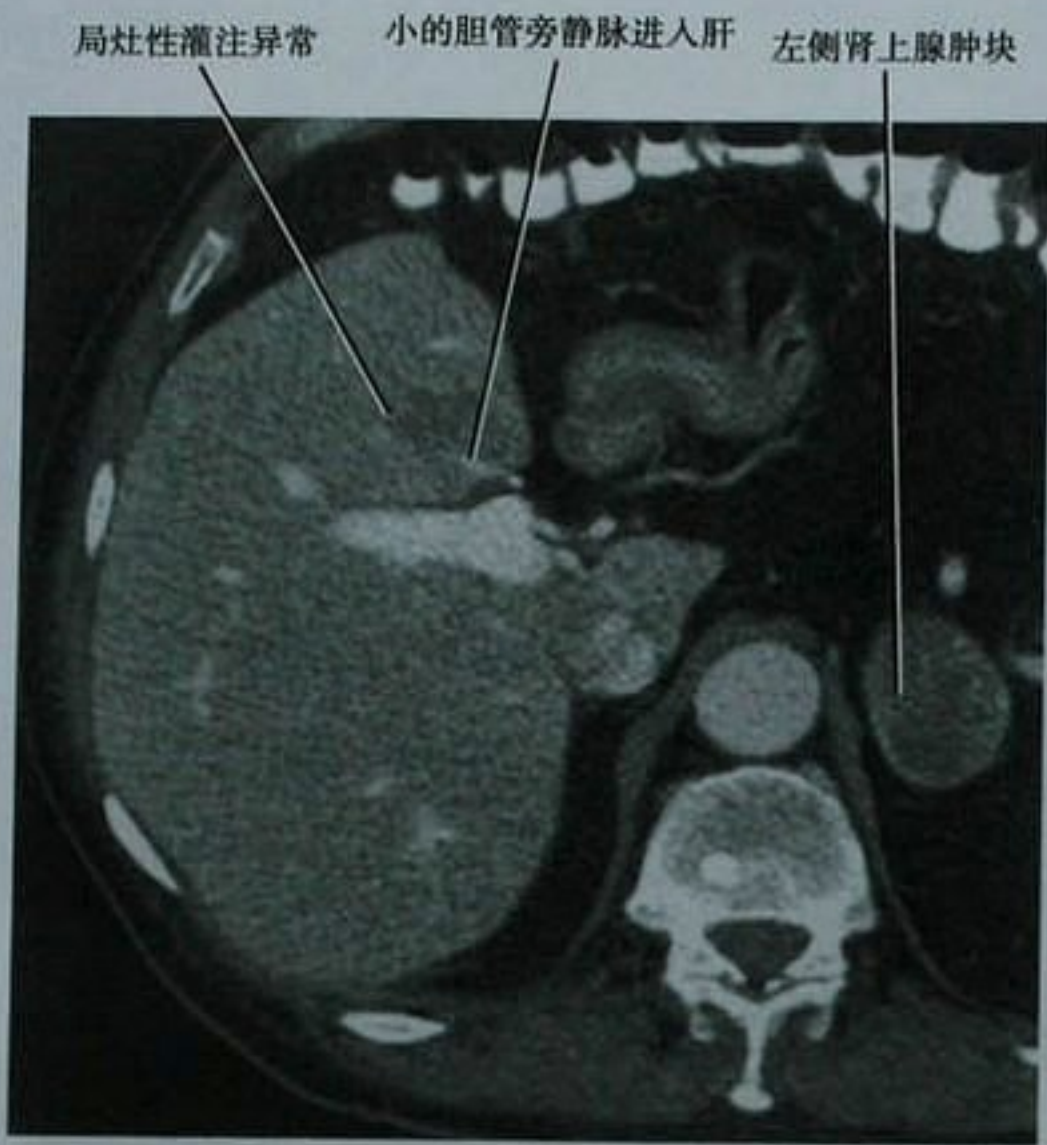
轴位门静脉期 CT 扫描显示胆管旁静脉进入肝脏伴小范围灌注异常
